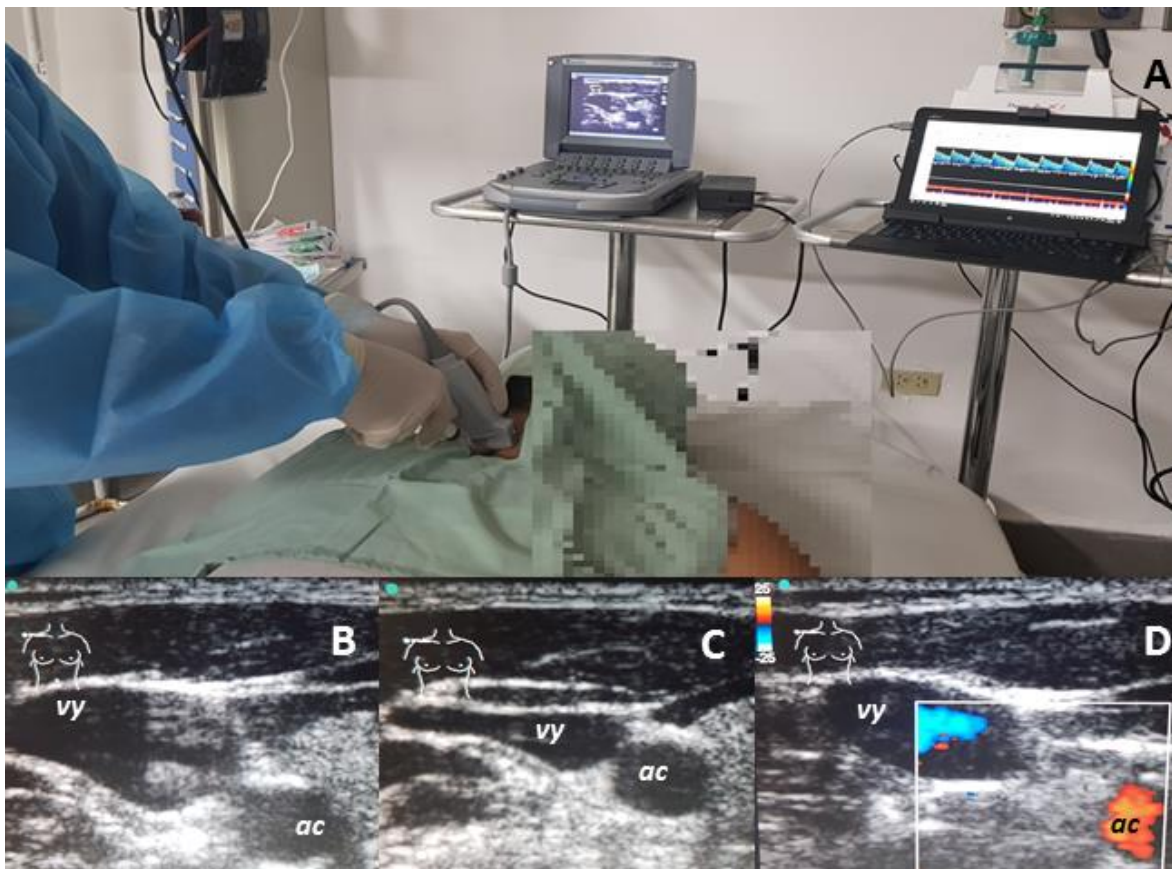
A. Colocación de catéter en golfo yugular con uso de ecografía en tiempo real [simulación], B. Identificación de arteria carótida (ac) por su forma redondeada, presencia de latido y no colapso a la presión con transductor y vena yugular interna (vy) de forma elipsoide, sin latido y colapso a la presión del transductor [C], D. Señal color para identificación de vasos.
